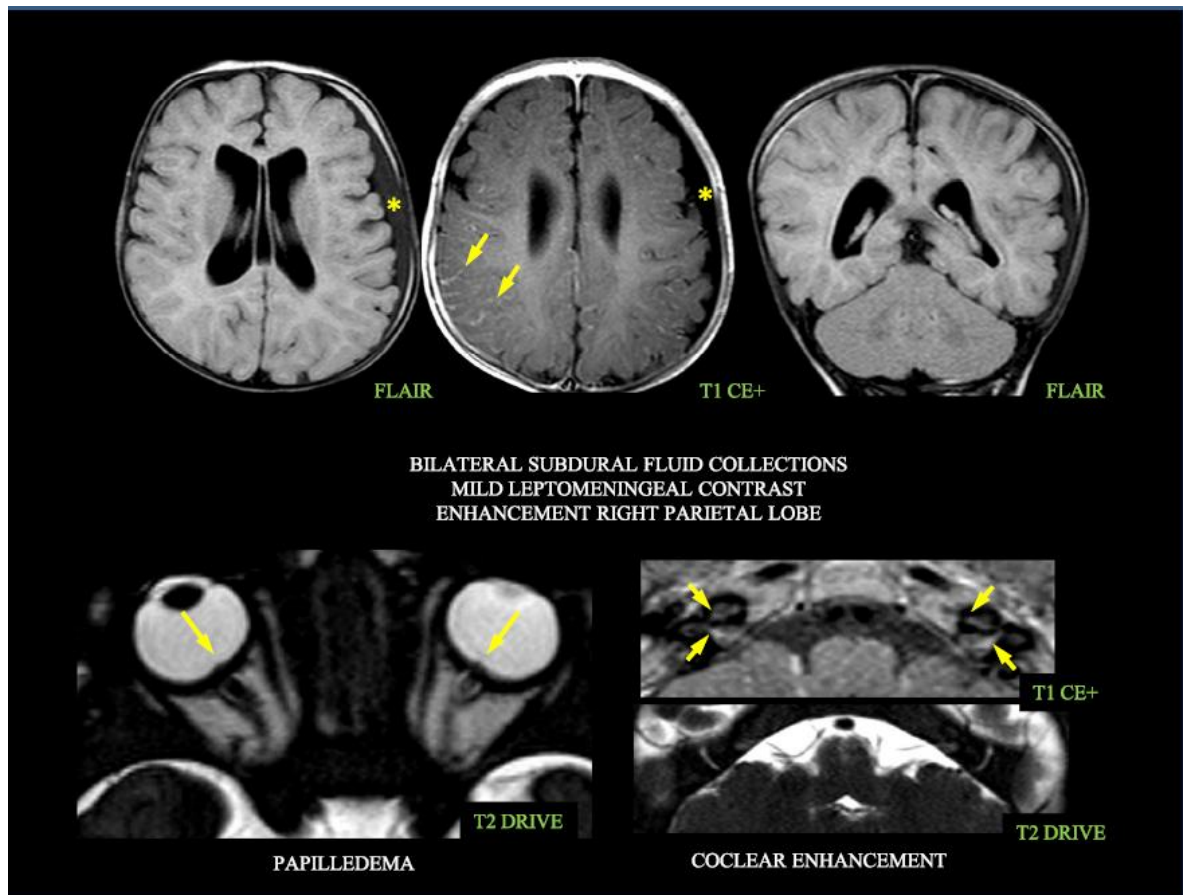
IRM cérébrale d'un patient CINCA montrant une collection liquidienne sous durale, un contraste léptoméningée, un œdème papillaire, et un renforcement cochléaire[19].
